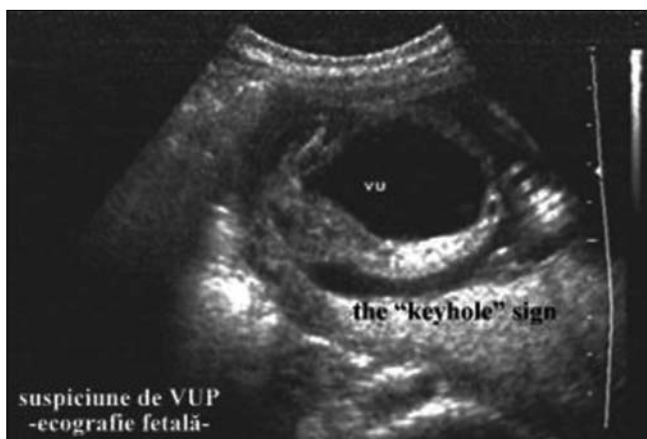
Ecografie fetală (colecția Dr. A.M. Pop): aspect caracteristic de VUP, the "keyhole" sign
